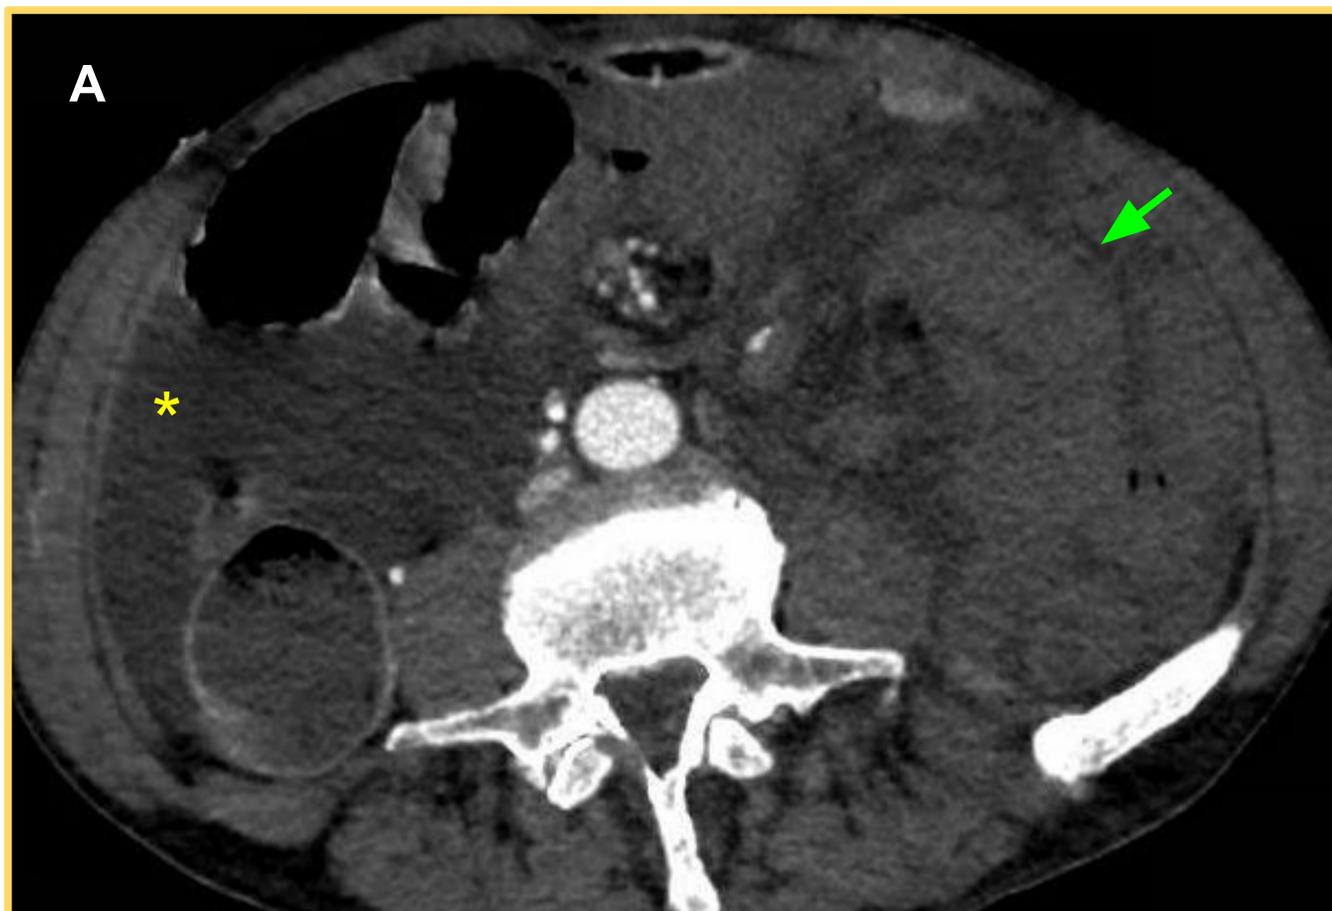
Vólvulo de intestino medio. Continuación caso figura 11. *Imágenes correspondientes a cortes axiales de TC de abdomen y pelvis con contraste yodado intravenoso, con adquisición en fase portal. A, B y C): Signos de obstrucción intestinal con sufrimiento de asas: marcada dilatación de asas de delgado (yeyunoileales) distales a la volvulación, con ausencia de realce parietal de forma generalizada sugestivo de isquemia/necrosis (flechas verdes) y abundante cantidad de líquido libre peritoneal (asterisco amarillo).*
